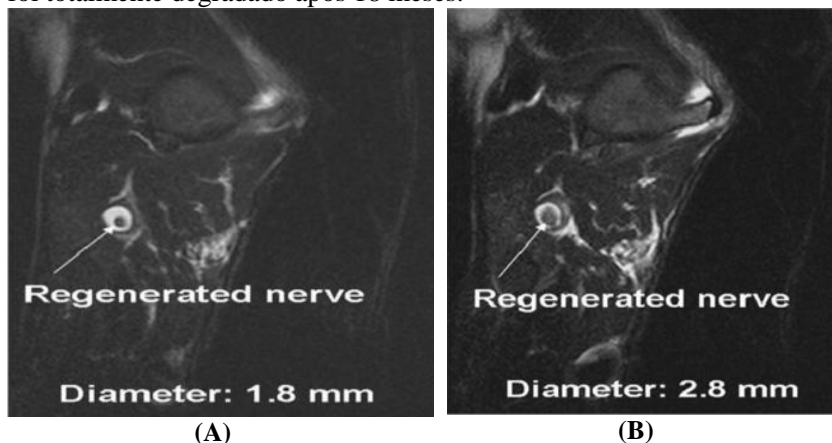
Imagens obtidas através de ressonância magnética evidenciando a evolução da regeneração do nervo (regenerated nerve) e diâmetros de 1,8 e 2,8mm respectivamente (A e B) (HSU, 2011).
